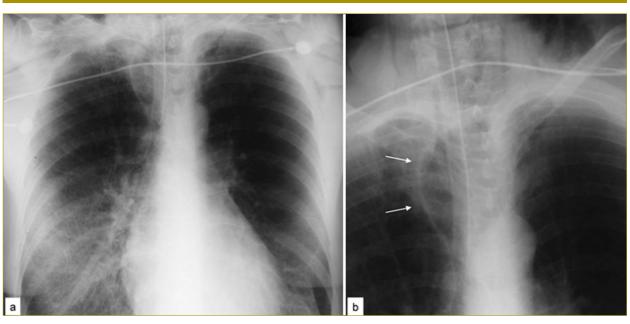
Radiografia del torace in proiezione A-P in decubito supino, che dimostra la presenza di enfisema sottocutaneo e cervico-mediastinico *a*. Da rilevare anche la sovradistensione e apparente erniazione della cuffia del tubo al di fuori del lume tracheale (frecce bianche nel particolare *b*).
